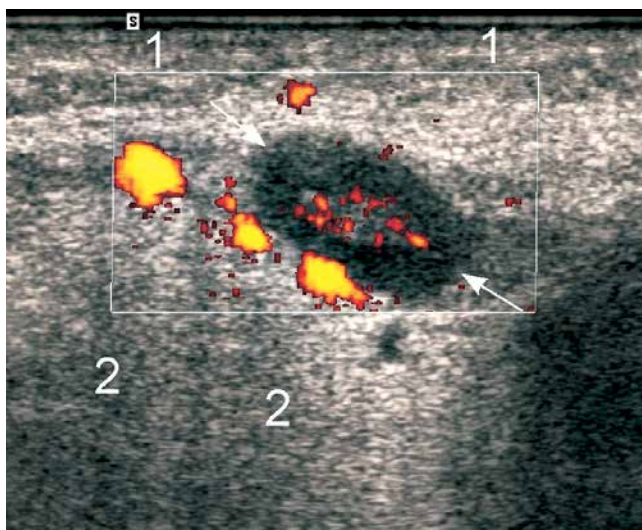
Oval, quite well-delineated (high-resolution probe) focal lesion (arrows) with posterior acoustic enhancement. Mucoepidermoid carcinoma in an ultrasound-guided fine-needle aspiration biopsy
